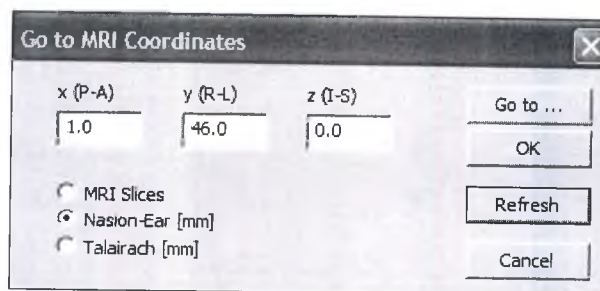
THE GO TO MRI COORDINATES DIALOG. NOTE THAT THE TALAIRACH SYSTEM IS ONLY AVAILABLE IF TALAIRACH MARKERS HAVE BEEN SET.
